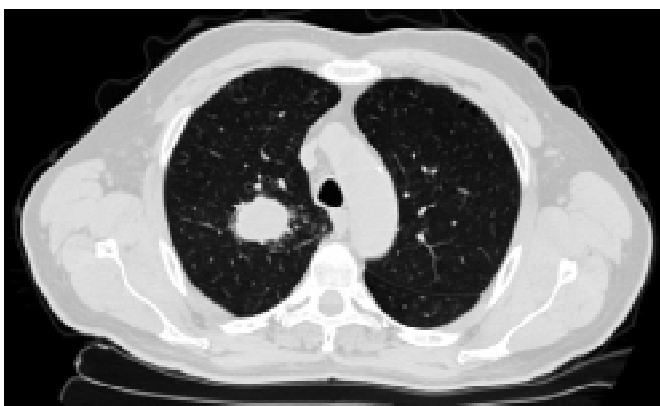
Хворий В., 62 роки. Плоскоклітинний РЛ ліворуч, периферична форма, T2N0M0 — II стадія. СКТ: типова картина РЛ, у верхній частці (+24 - +57 од. HU)
